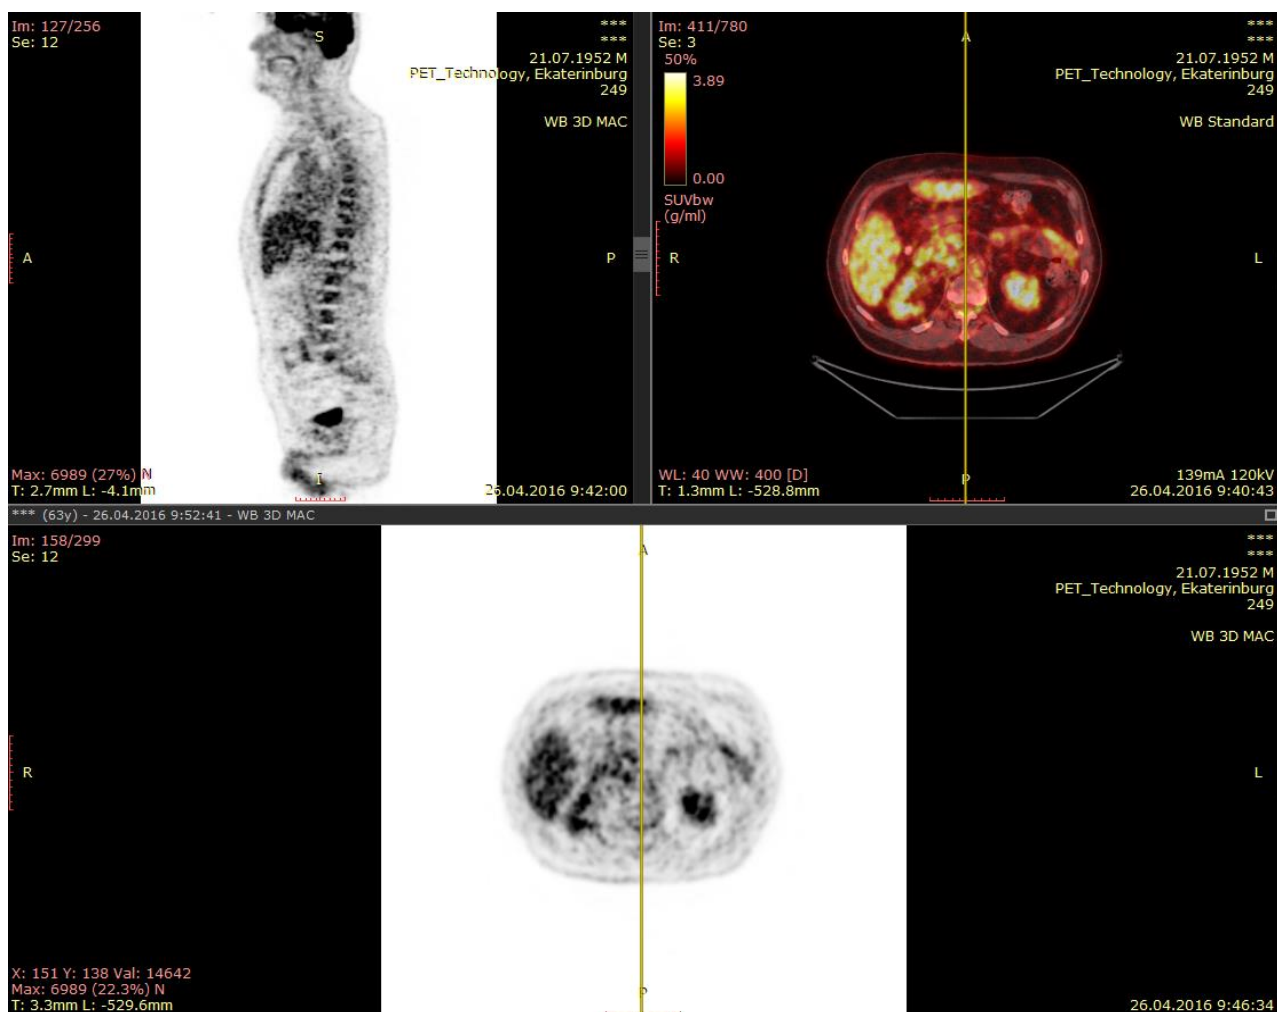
Аксиальный и корональный срез ПЭТ-реконструкции
